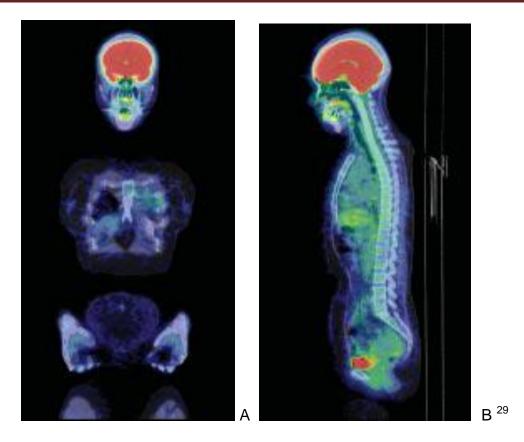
Tomografía por emisión de positrones de cuerpo completo
